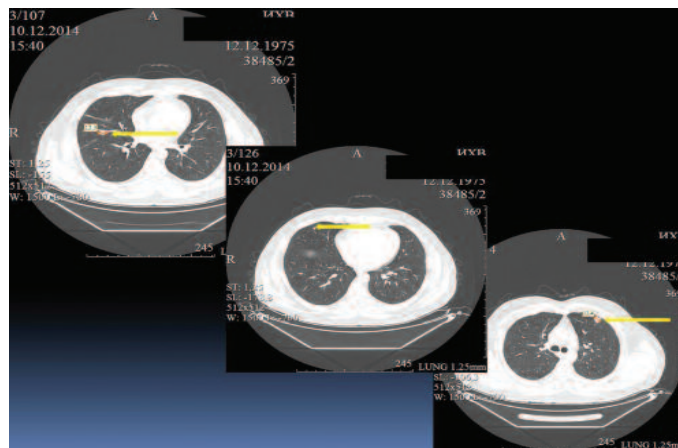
Мультиспиральная компьютерная томография (МСКТ) органов грудной клетки. Стрелками указаны легочные метастатические очаги.
